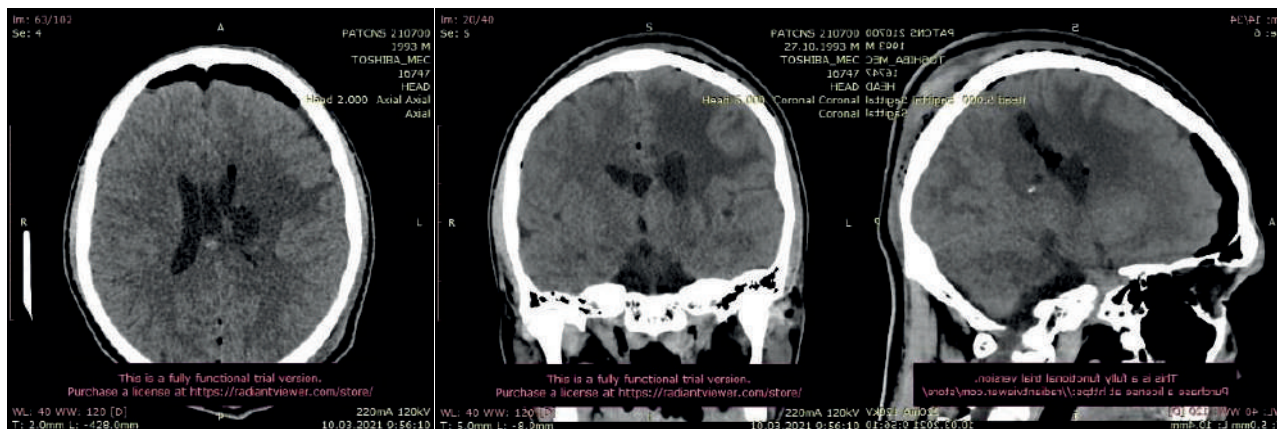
КТ-головного мозга после операции: В ложе операции определяются мелкие очаги воздуха и геморрагического компонента. (А – аксиальная проекция, Б – коронарная проекция, В – сагитальная проекция)
